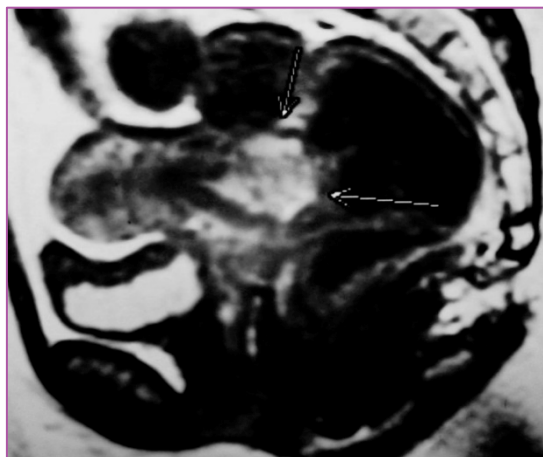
RMN CARCINOMA DE LABIO CERVICAL POSTERIOR (GRADO Ib). LA INDEMNIDAD DE LA SEROSA HIPOINTENSA CORRESPONDE AL ESTROMA NO AFECTADO Y ES UN HALLAZGO DE VALOR EN LA EXCLUSIÓN DE LA INVASIÓN PARAMETRIAL
